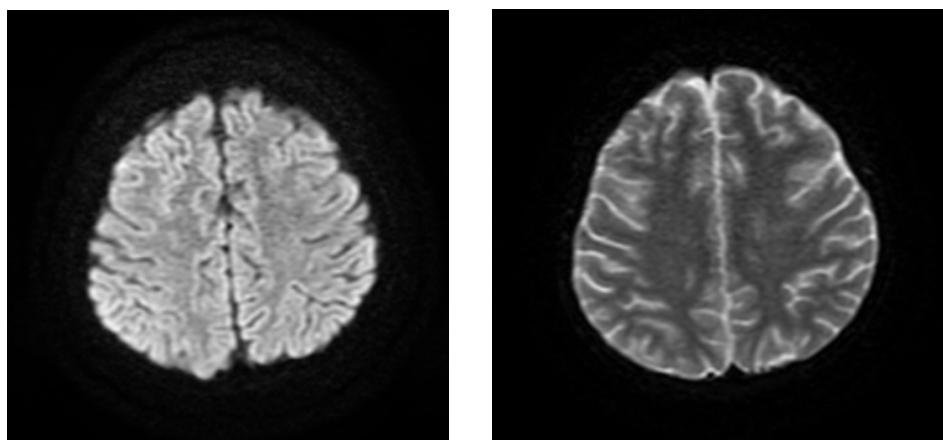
Skull MRI-DWI sequence. Bilateral fronto-parietal occipital lobe scattered patchy scattered high signal changes
